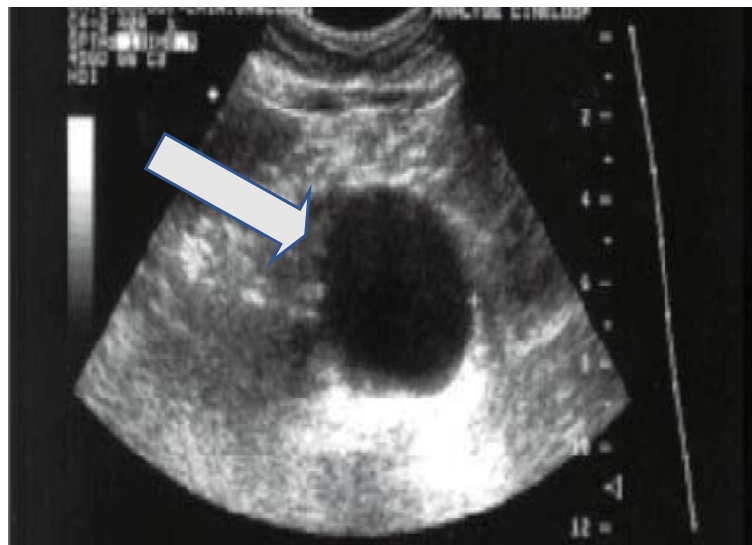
Echodoppler d'un anévrisme de l'aorte abdominale sous rénale de 6.5 cm.(Image du service de la chirurgie vasculaire de l'hôpital militaire de Marrakech).
